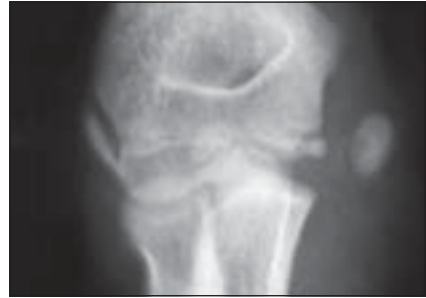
Остеоепіфізеоліз дистального епіфіза стегнової кістки. Оглядова рентгенограма
